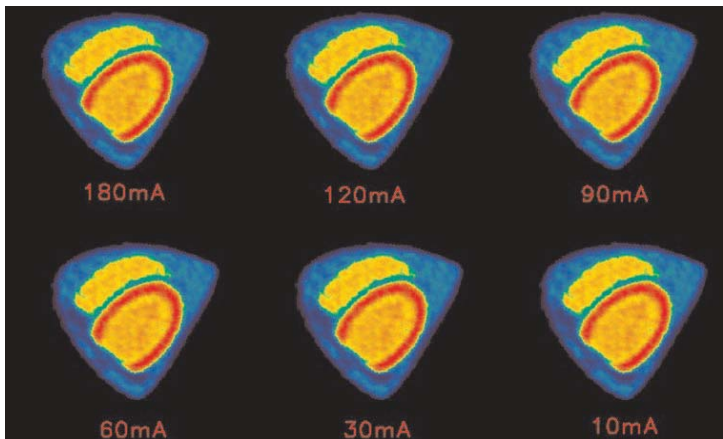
Immagine PET di un fantoccio cardiaco al variare dei mA della scansione TC utilizzata per la correzione per l'attenuazione
